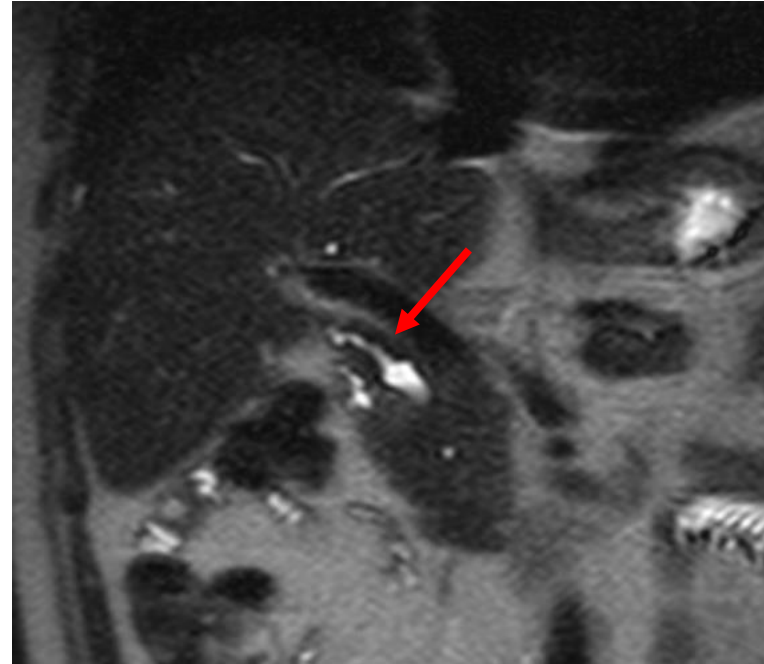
RM secuencia T2 coronal
